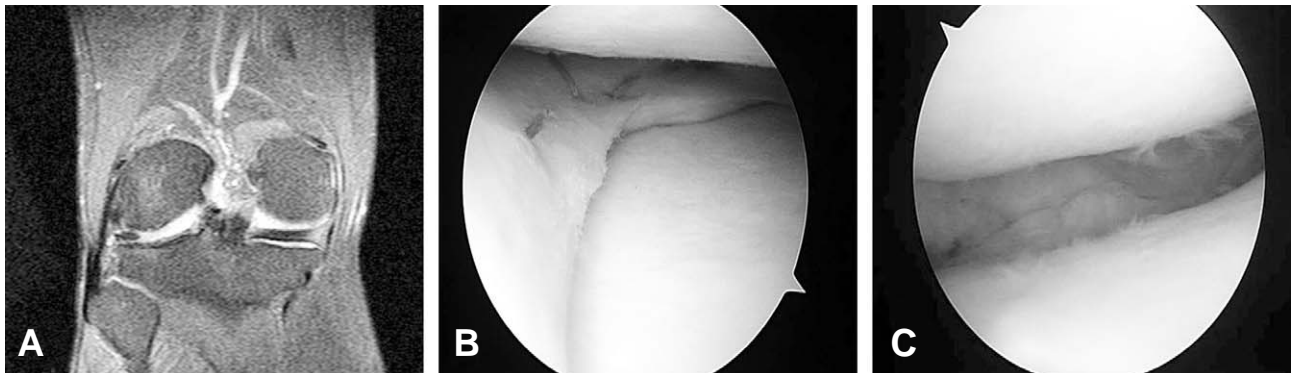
(A) Arthroscopic findings showed total meniscectomy state. (B) Postoperative finding of meniscal transplantation. (C) MRI at 7 years after meniscal transplantation showed degenerative tear of meniscal allograft.
